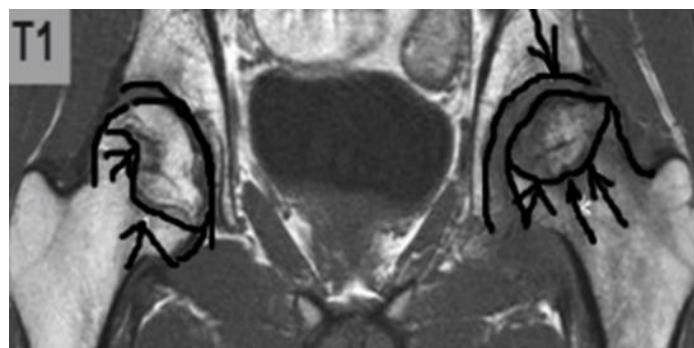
Imagine RMN stadiul V
